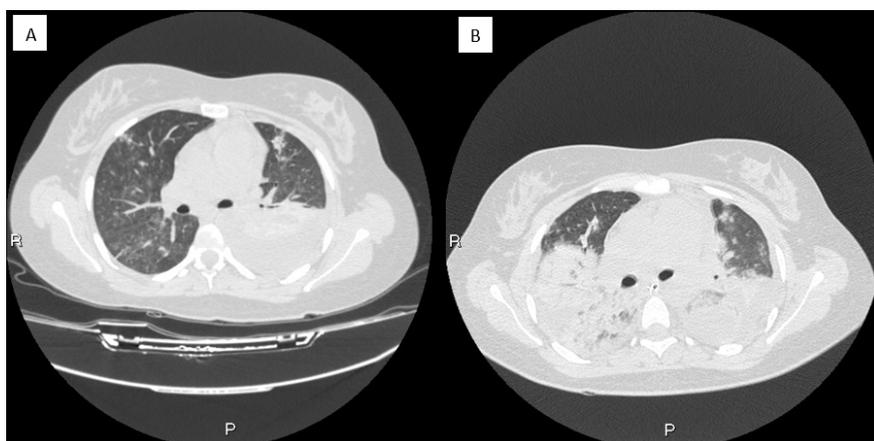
A. Tomografía axial computarizada de ingreso que muestra un derrame pleural con consolidación asociada B. 2 días más tarde que evidencia compromiso bilateral que respeta tercio anterior sugestiva de hemorragia alveolar difusa corroborada por fibrobroncoscopia y disminución de hemoglobina.
